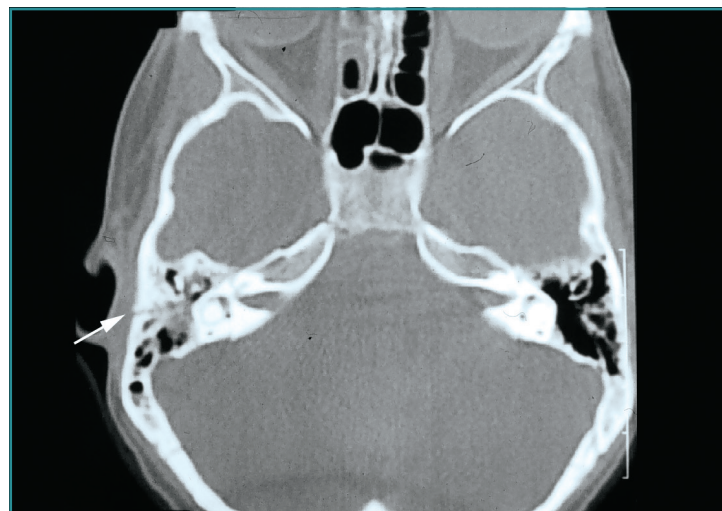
Fractura de peñasco derecho (TC cerebral con poca definición).
